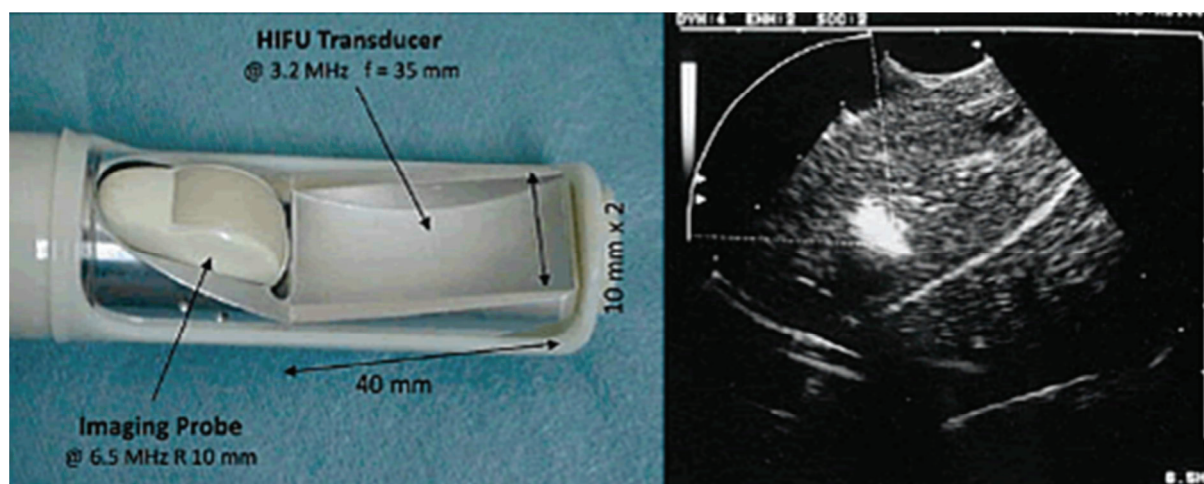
USgFUS Kopf durch HIFU-Kopplung mit transrektalem Schallkopf (links), Sonogramm bei Läsionsbildung (rechts) (Sedelaar, et al. 2001).
